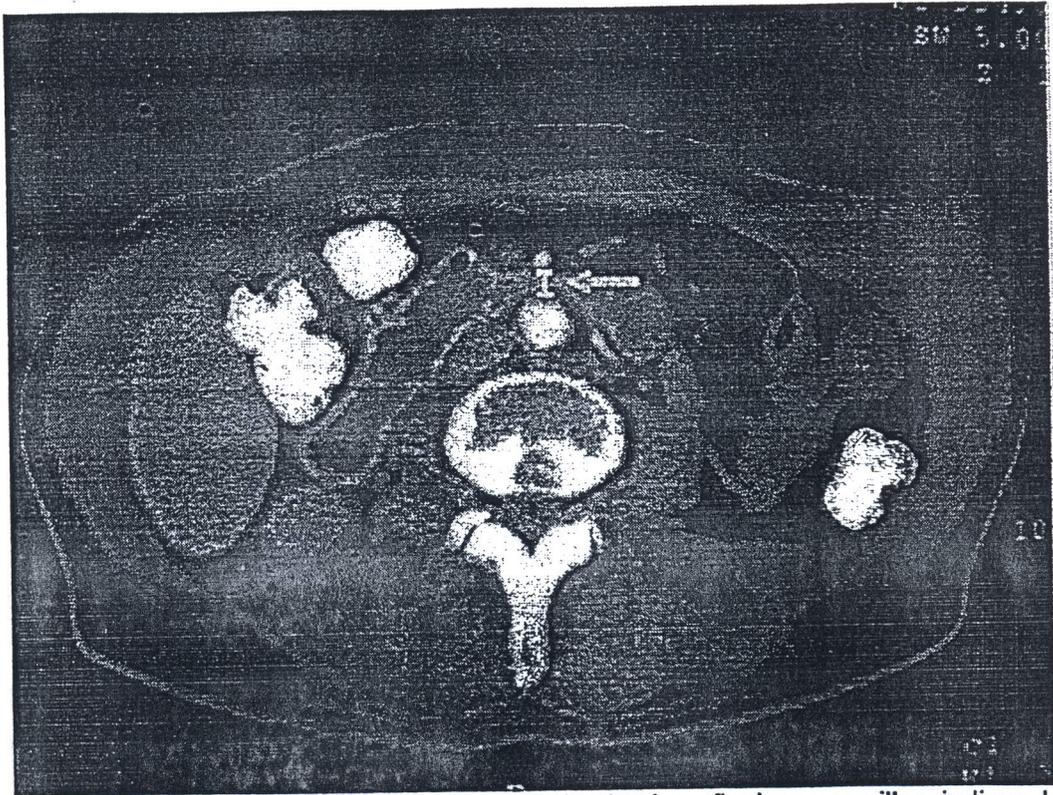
Tomografía Axial Computarizada. Las flechas amarillas indican la distancia Aorto - Mesentérica < 8mm
